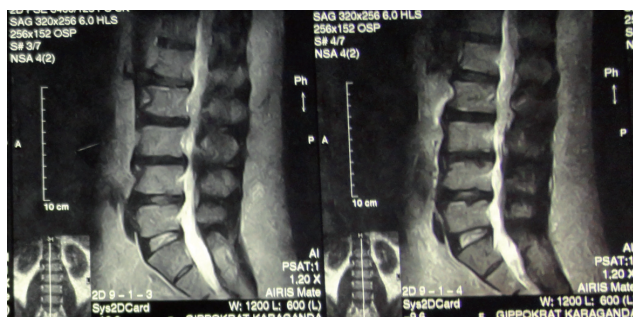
МРТ до операции: сагиттальный срез
